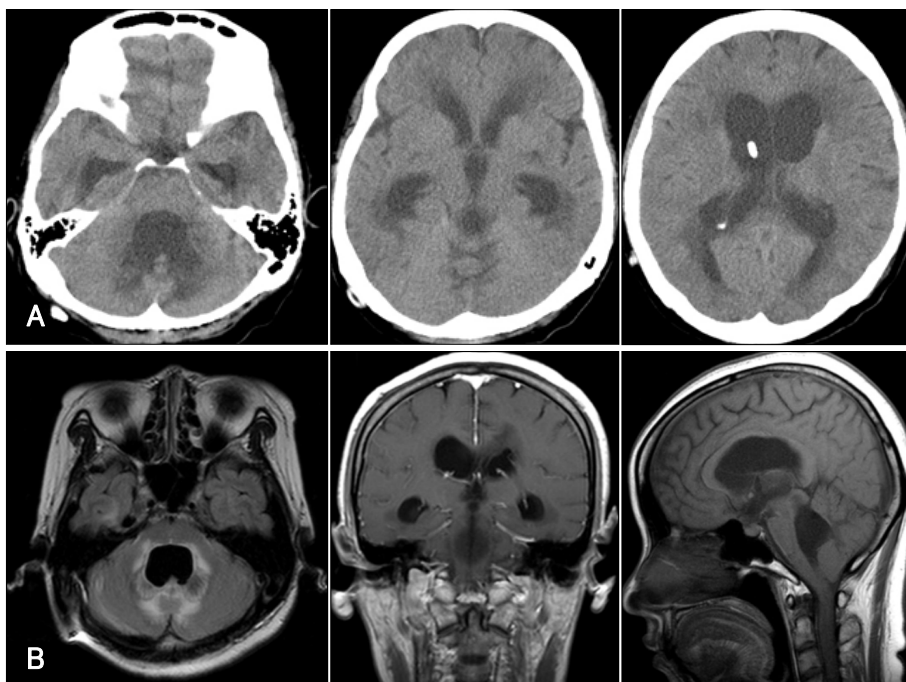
Imaging study at 2nd admission. A: Computed tomography scan. 4th ventricle enlargement was obviously identified. B: Magnetic resonance imaging after modulation of shunt system's valve pressure. The size of both lateral ventricles was improved, but 4th ventricle was still enlarged with T2 FLAIR's high signal change around 4th ventricle. FLAIR: fluid-attenuated inversion recovery.
